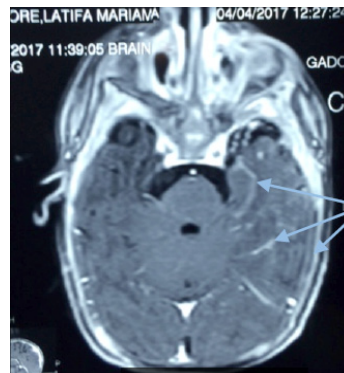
IRM cranio-encéphalique en coupe axiale EST1 après injection de chélates de gadolinium. Flèches : rehaussement pial intense à gauche avec réseau vasculaire ectasique.
